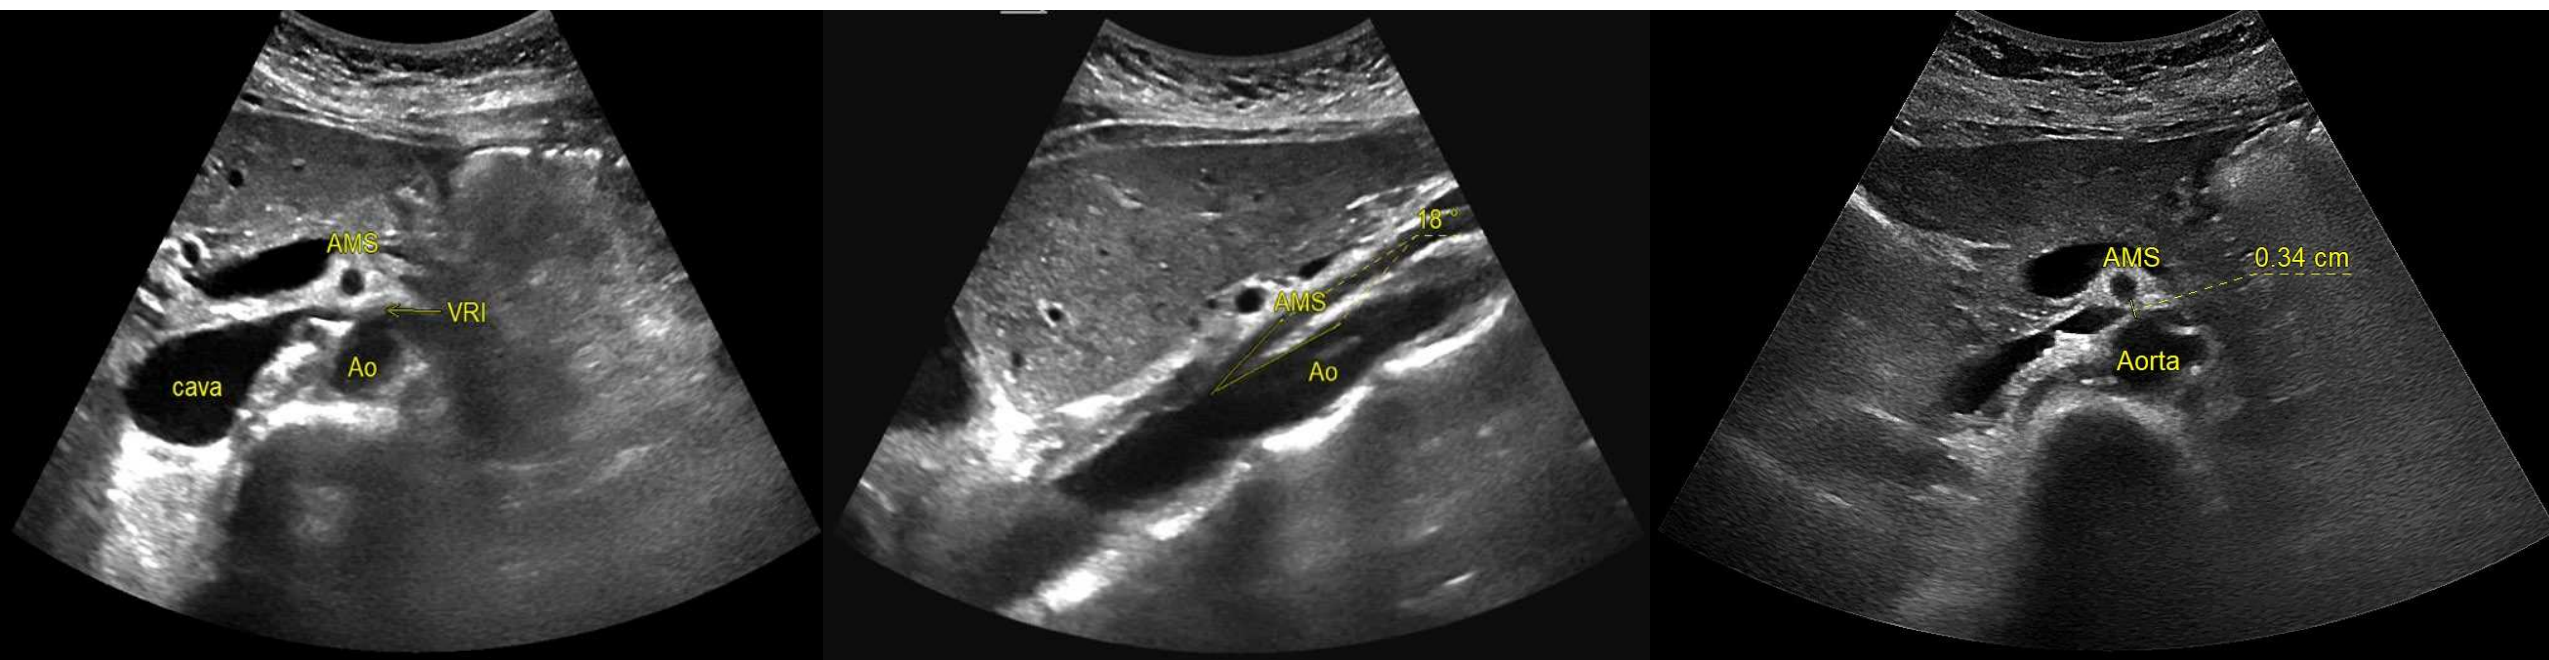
Ecografía abdominal que evidencia estrechamiento de la vena renal izquierda en su paso por el ángulo aortomesentérico, con disminución del calibre venoso y ángulo aortomesentérico reducido (18°), hallazgos sugestivos de síndrome del cascanueces. Distancia aorto mesentérica patológica (3.4 mm).
